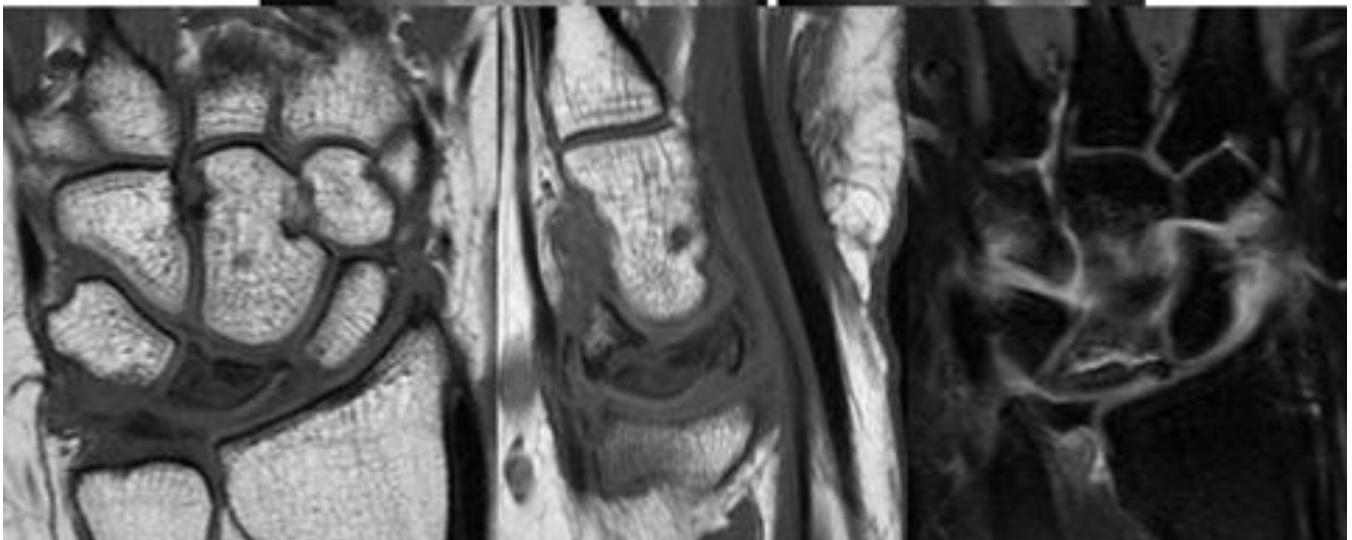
Kienböck estadio IIIa: Rx: Esclerosis con fragmentación y colapso del semilunar, sin rotación de RM: Disminución de la altura, fragmentación y aplanamiento en cortes sagitales
